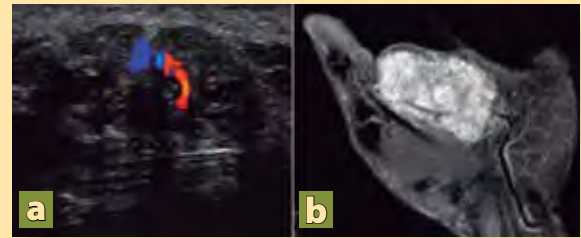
a) Ultrasonido Doppler con imagen altamente vascularizada, con flujo alto. b) Angioresonancia magnética con hipercaptación de la lesión con componente venoso importante.
